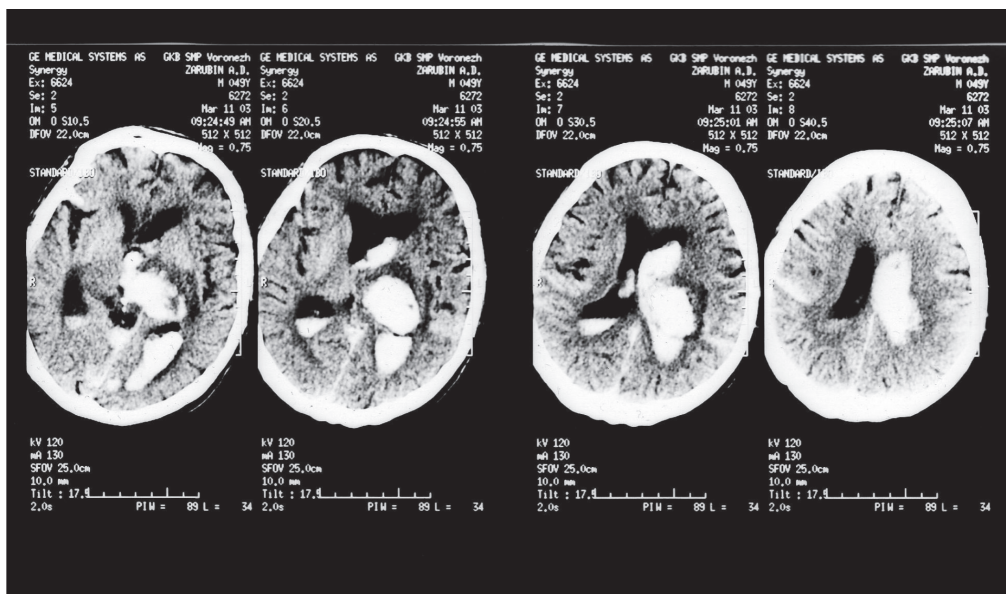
КТ больного 3. с ГИ, первые сутки
